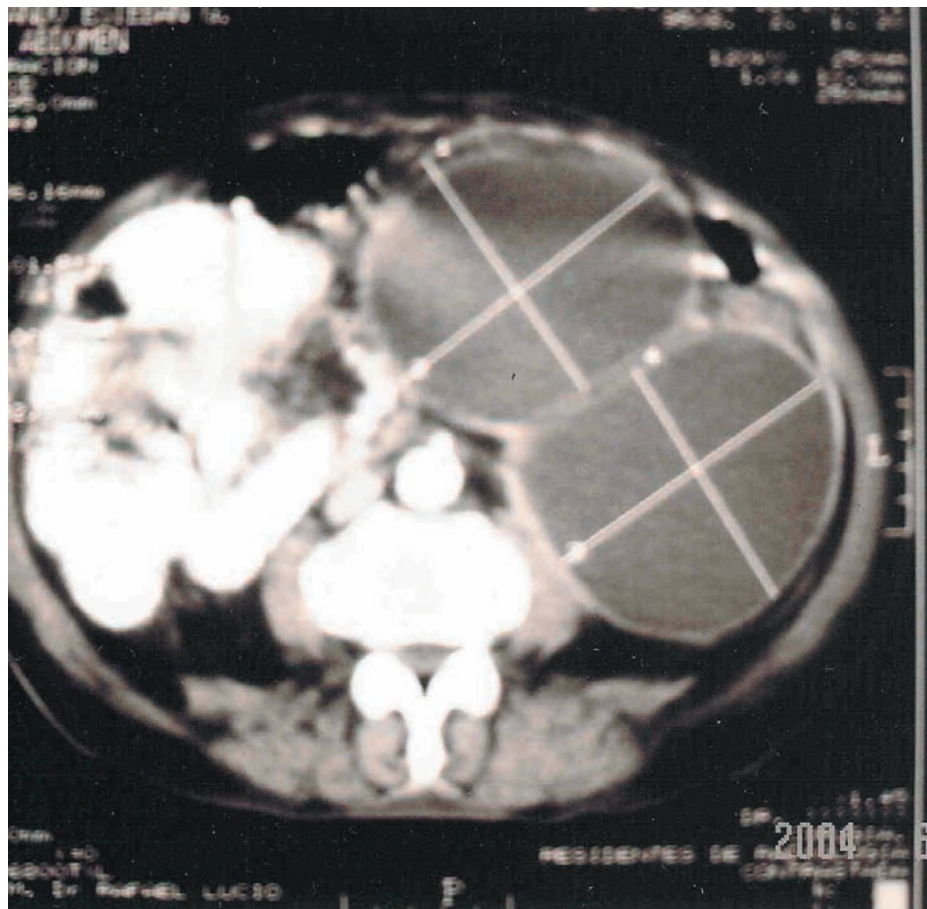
TAC. Muestra pseudoquiste pancreático tabicado.
